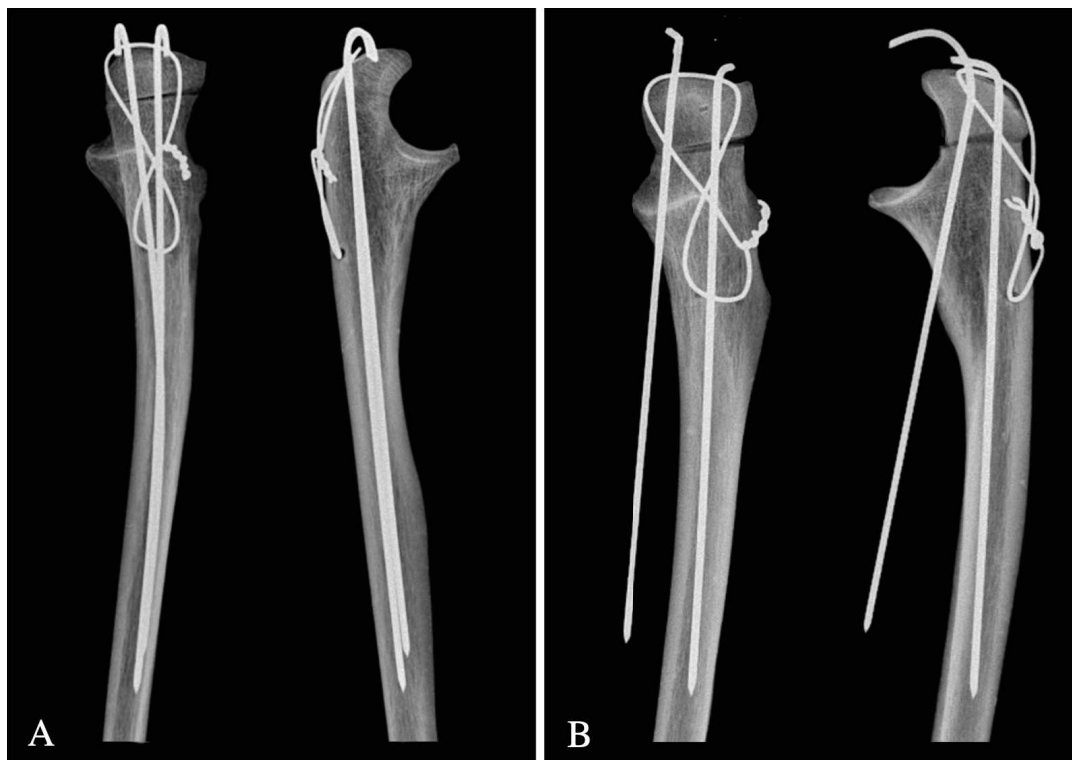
Radiographies de face et profil des segments d'Olécranes ostéosynthésés
